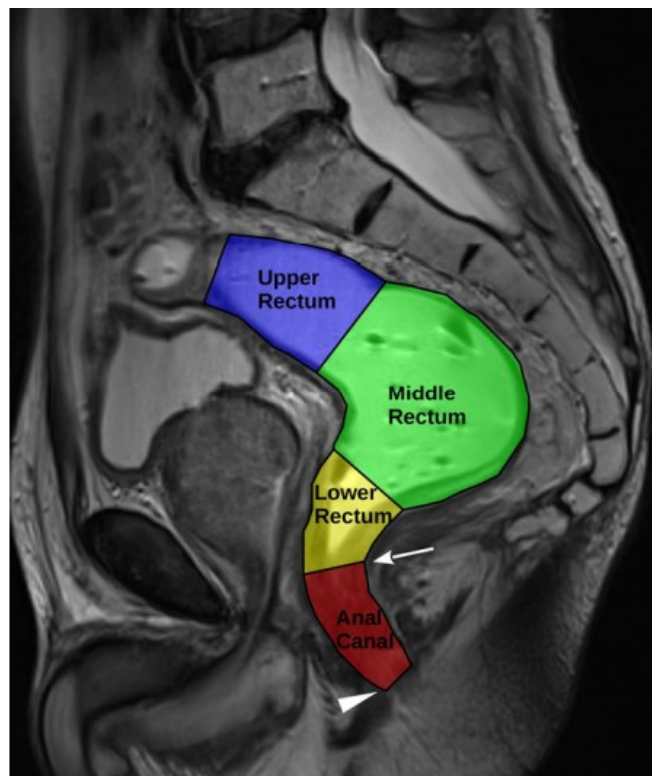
Rappresentazione di retto superiore, medio, inferiore, e canale anale su un'immagine MRI sagittale T2-pesata <sup>[4]</sup>
